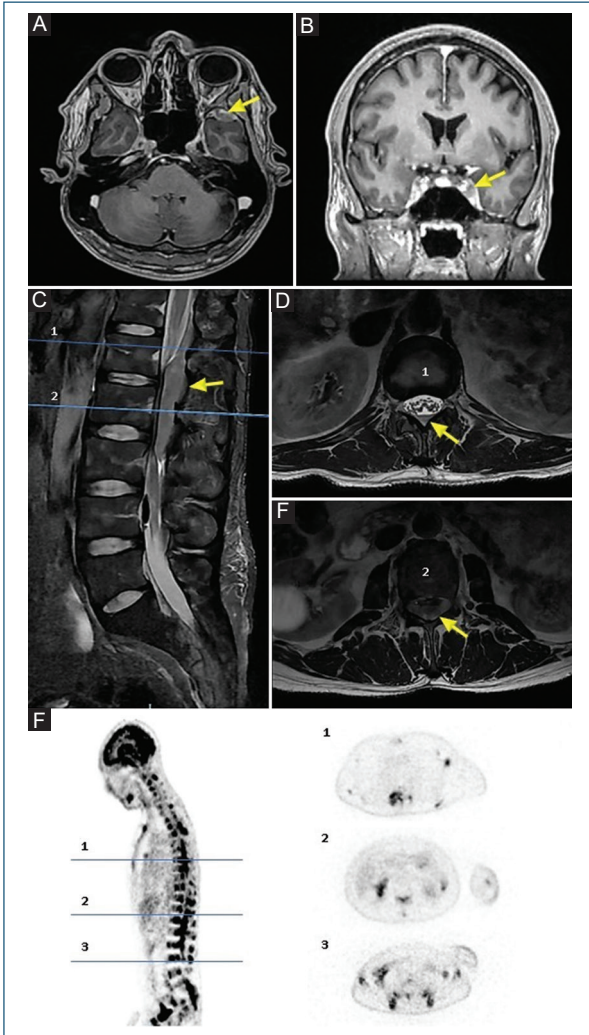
Estudios de imagen. Imágenes de resonancia magnética (RM) cerebral potenciadas en T1 tras la administración de gadolinio, axiales. A: y coroneales. B: muestran una lesión nodular en el ala mayor del esfenoideas y lesiones infiltrativas en los senos cavernosos bilaterales, predominantemente en el lado izquierdo. C: además, la RM de la columna lumbar potenciada en T2 con saturación de grasa. D y E: muestran una lesión tumoral que infiltra el canal espinal en L1-L2 con compresión de las raíces nerviosas de la cauda equina. F: la tomografía por emisión de positrones/tomografía computarizada con F-18 fluorodesoxiglucosa revela linfadenopatía axilar izquierda, lesión paravertebral derecha en T6 y L2 con infiltración del canal espinal, linfadenopatía pararenal izquierda, linfadenopatía ilíaca externa izquierda y múltiples estructuras óseas del esqueleto axial y apendicular.
